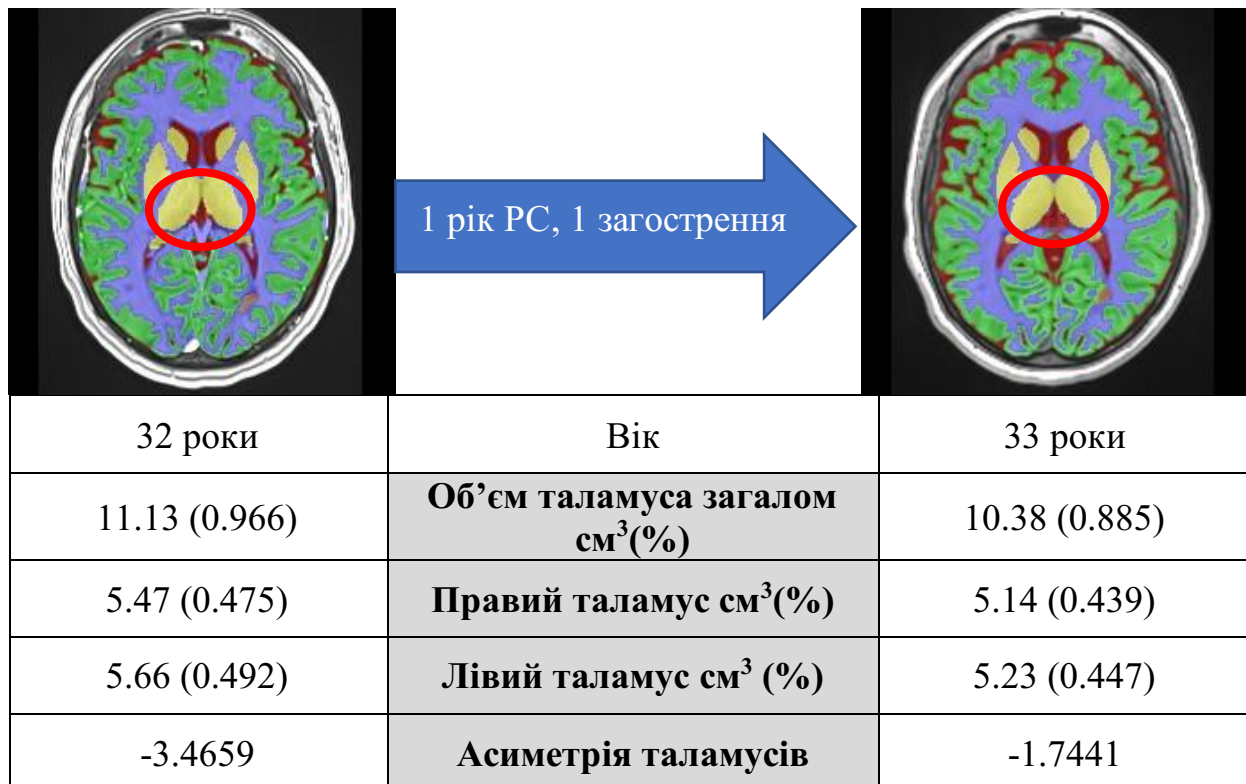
МРТ скани з сегментацією тканин ГМ хворої на РС з різницею в один рік та дані щодо об'ємів таламусів на момент проведення сканувань (таламуси обведені червоним)
